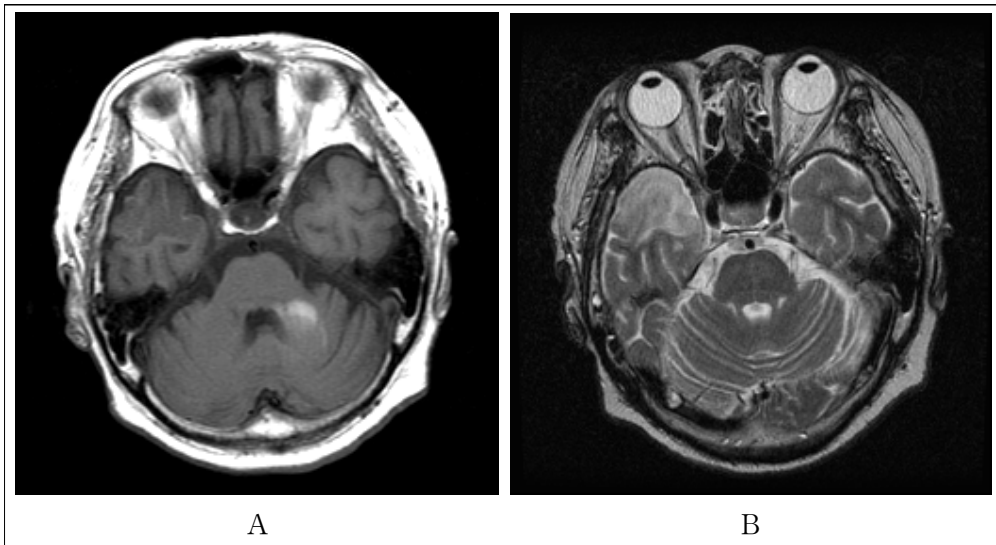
Brain MRI finding. T1 weighted image shows low signal density in right temporal lobe (A). T2 weighted image shows high signal intensity in right temporal lobe (B).
